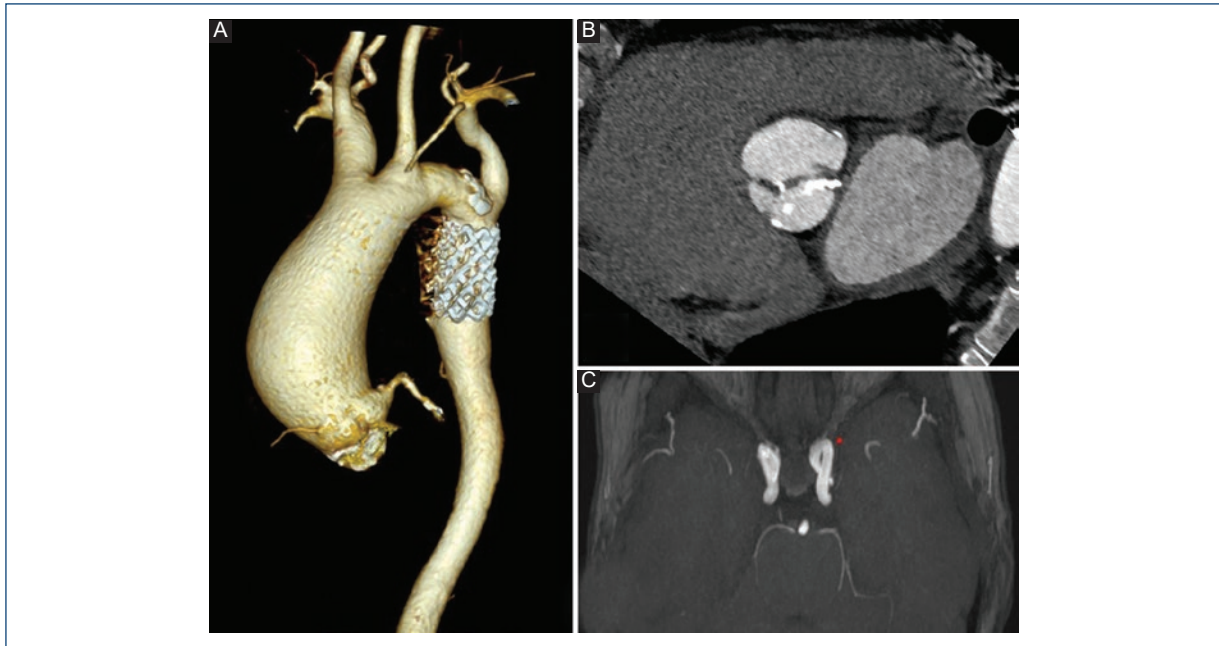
Paciente con aortopatía bicúspide y coartación de aorta intervenida en la edad adulta mediante implante de *stent*. A: reconstrucción tridimensional de tomografía computarizada (TC) que muestra un aneurisma de aorta ascendente y el *stent* en la zona de coartación. B: TC que muestra la válvula aórtica bicúspide con zonas de calcificación en sus velos. C: los pacientes con coartación de aorta pueden presentar aneurismas del polígono de Willis, por lo que se recomienda su cribado.
